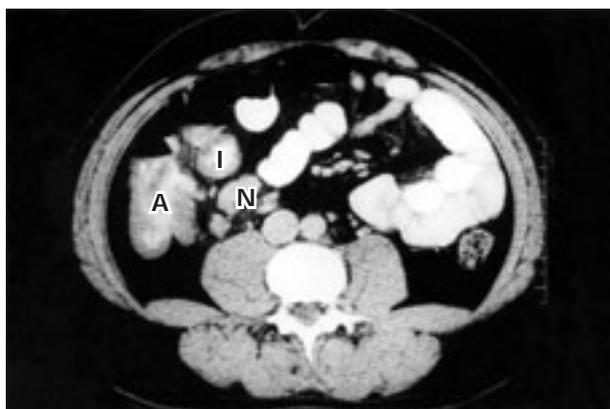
TAC axial del abdomen. Este corte a nivel del colon ascendente (A), muestra los ganglios linfáticos del mesenterio agrandados (N) y el engrosamiento de la pared intestinal de ileon (I).
